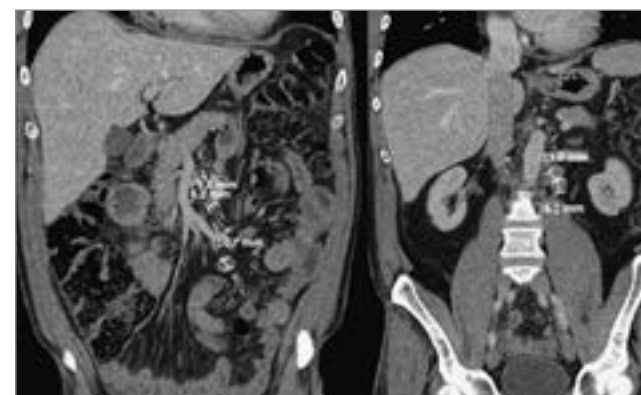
КТ органов брюшной полости. Коронарные срезы демонстрируют увеличенные мезентериальные лимфатические узлы
